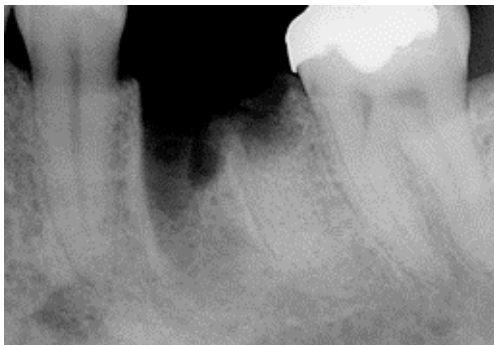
Röntgenologischer Befund unmittelbar nach der Versorgung der distalen Wurzel der Extraktionsalveole mit einem Wurzelreplika.
